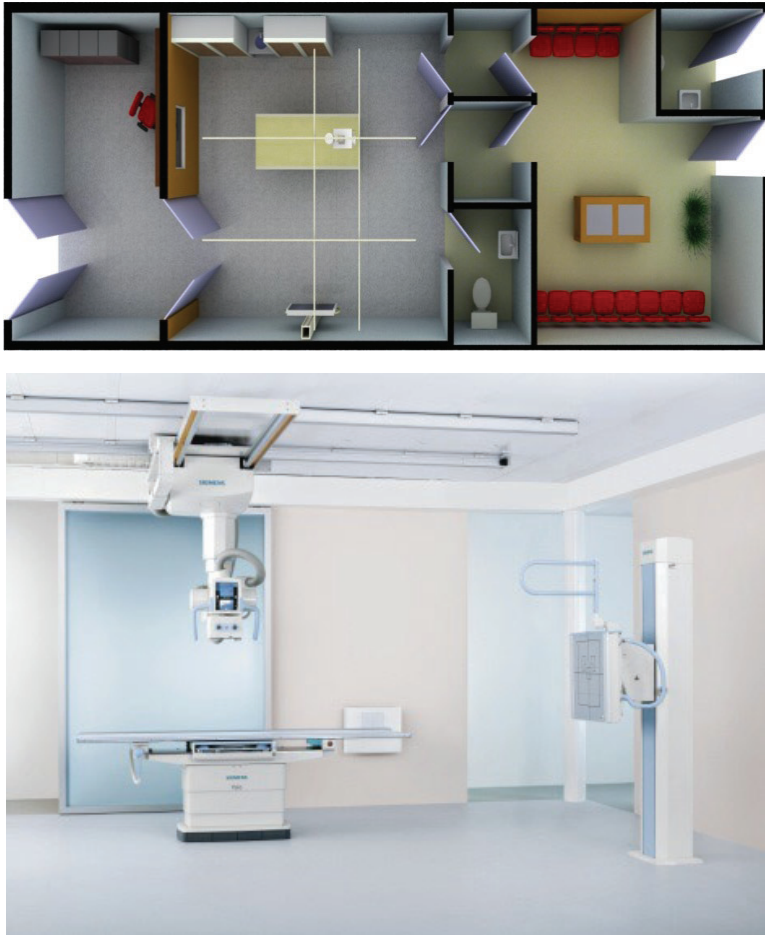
Radiografía digital
